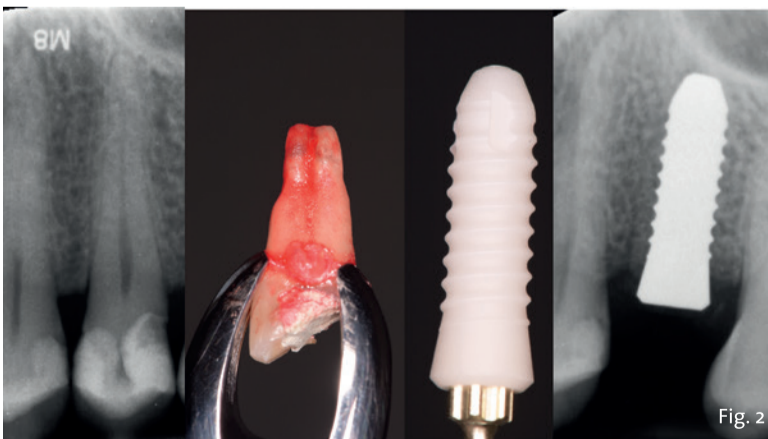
Il collage delle immagini riporta inizialmente l'indagine radiografica iniziale con la stretta vicinanza al pavimento del seno mascellare oltre alla vitalità dell'elemento e all'assenza di infezioni peri-radicolari. La seconda distingue la radice rimossa, segue l'impianto che abbiamo scelto di posizionare e a destra si valuta il risultato del posizionamento impiantare con il rispetto del pavimento e la relazione ossea e inter-radicolare.
